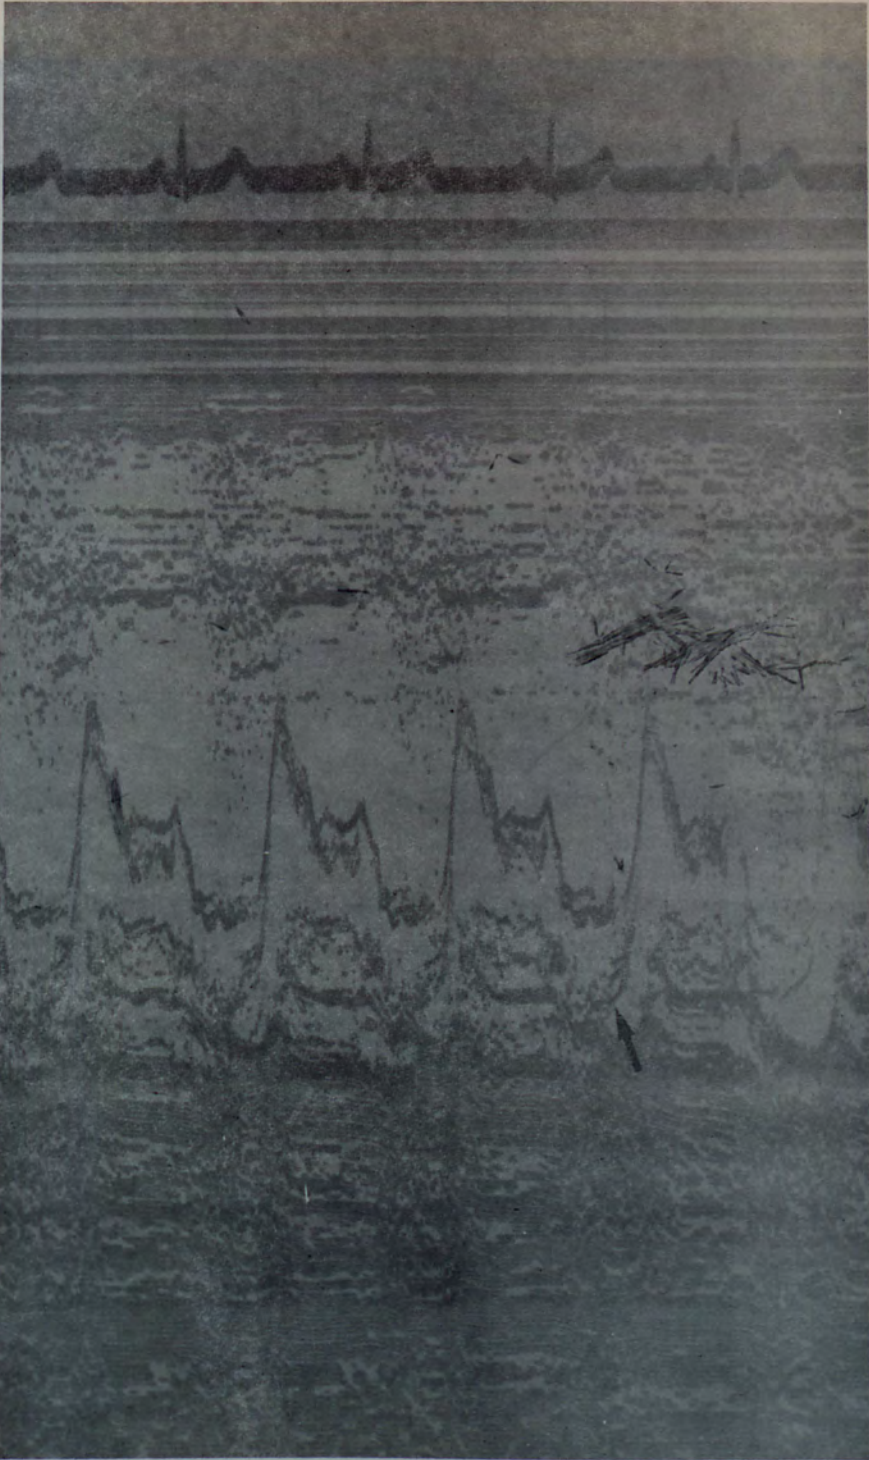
Caso nº 24 (LHA). O ecocardiograma desse paciente mostrou importante prolapso holossistólico do folheto posterior da valva mitral (seta).
